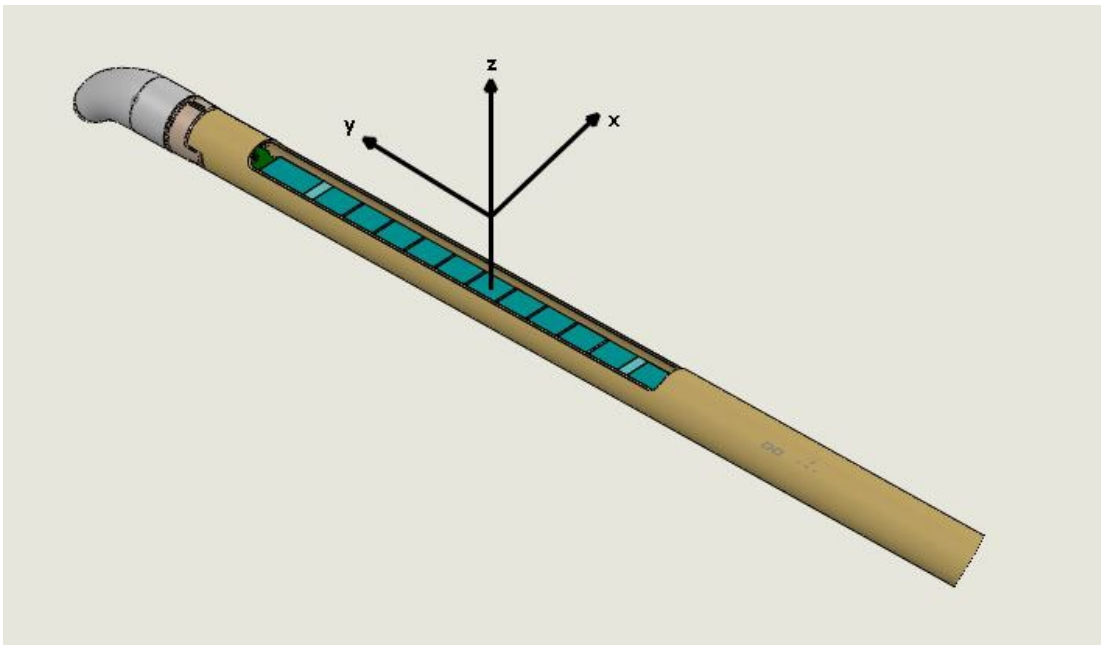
Ejes del perfil del transductor de ultrasonidos
